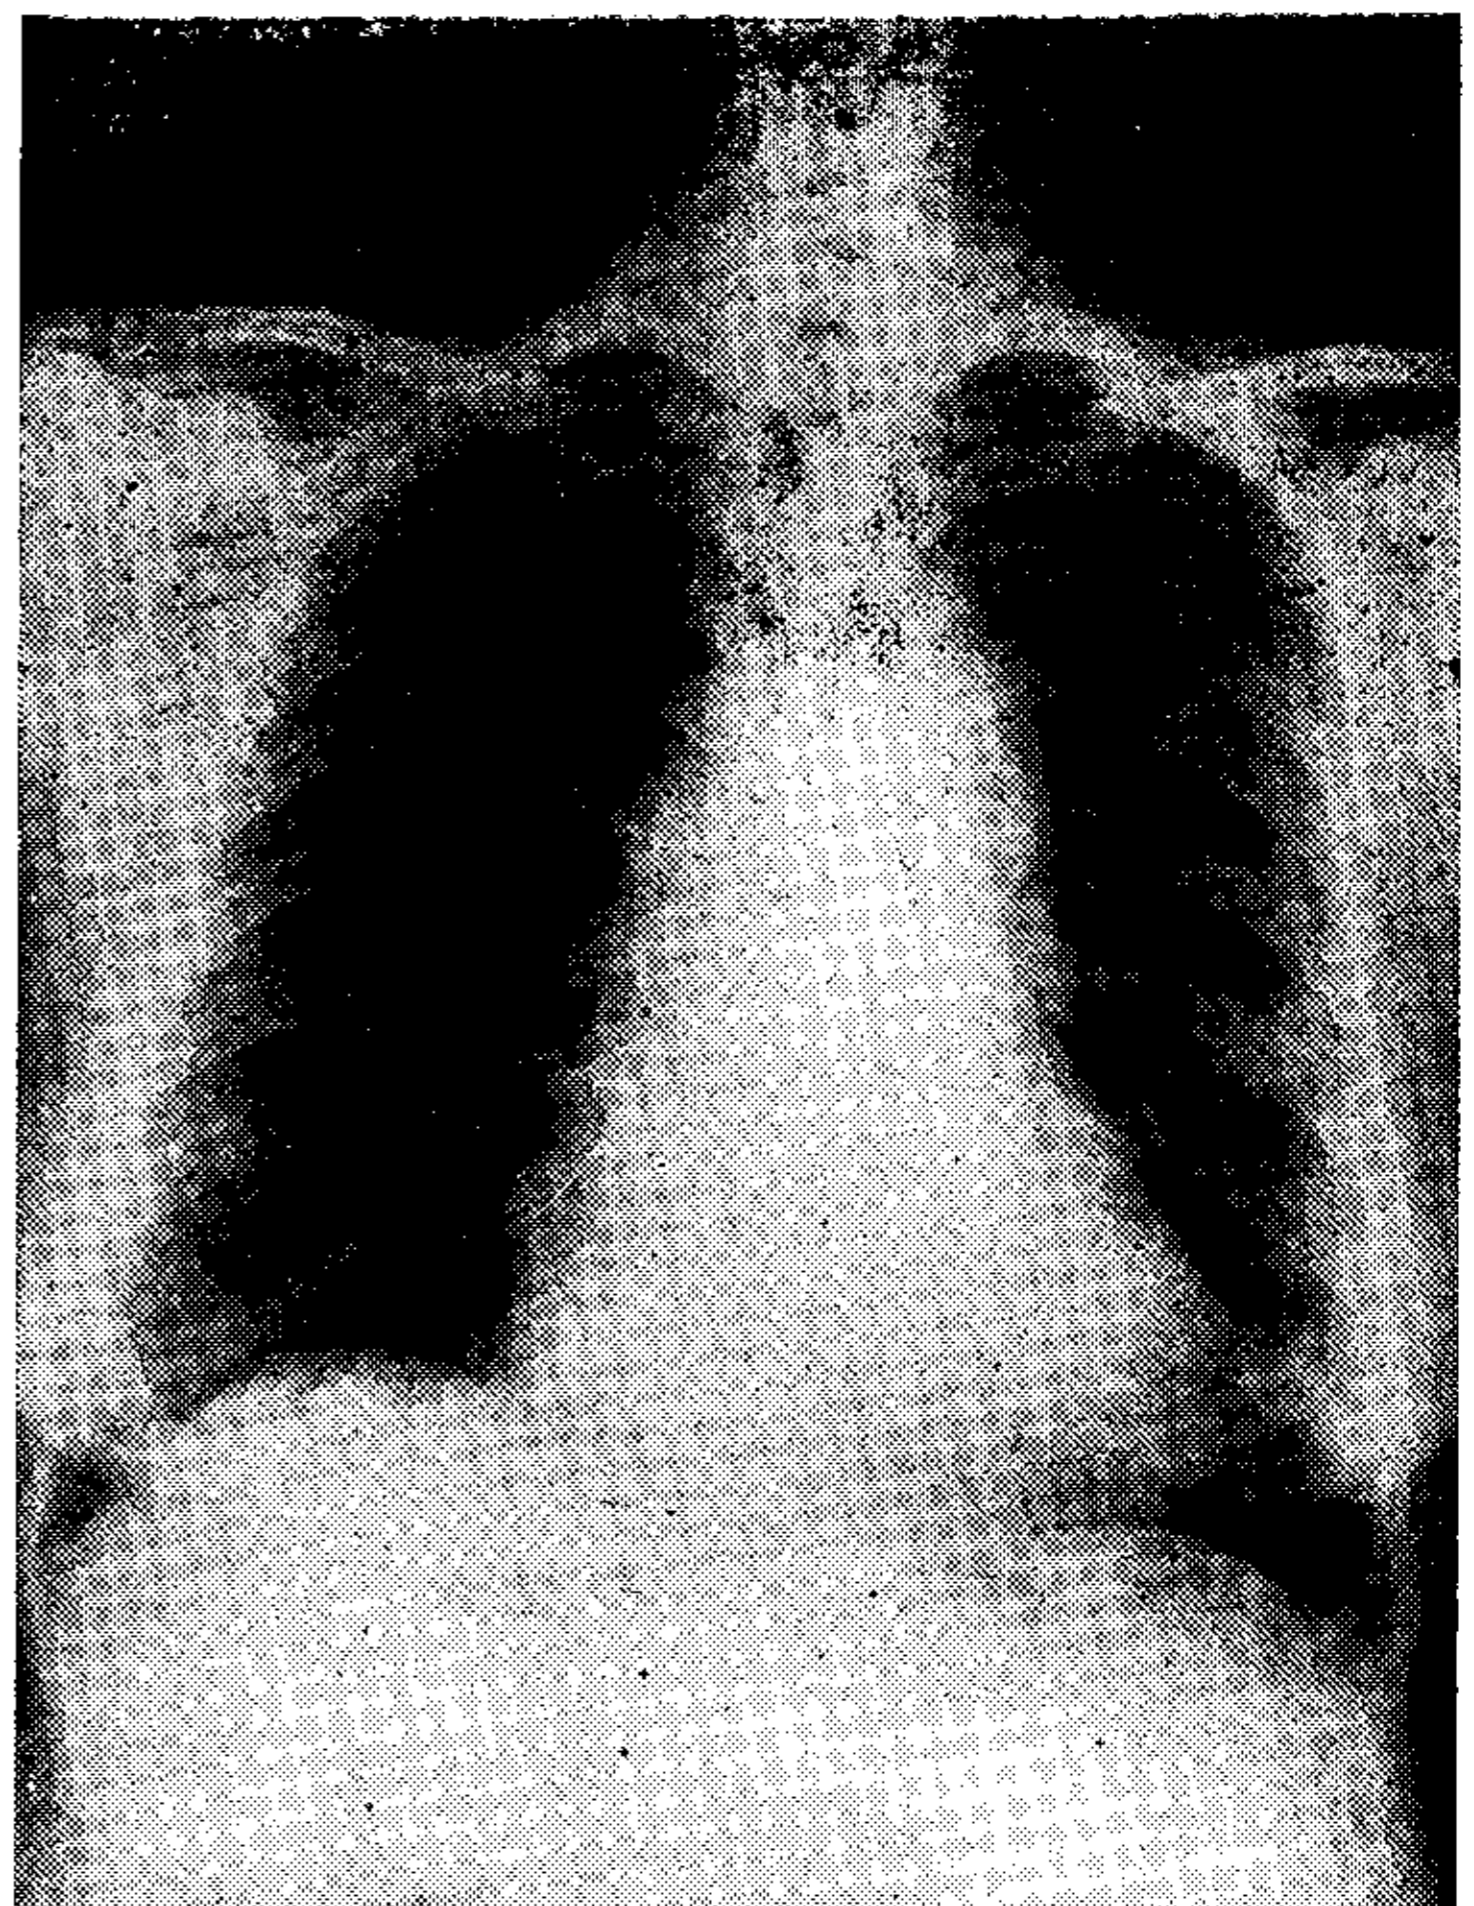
Radiografía en postoperatorio alejado correspondiente al mismo caso de la Fig. 3.
